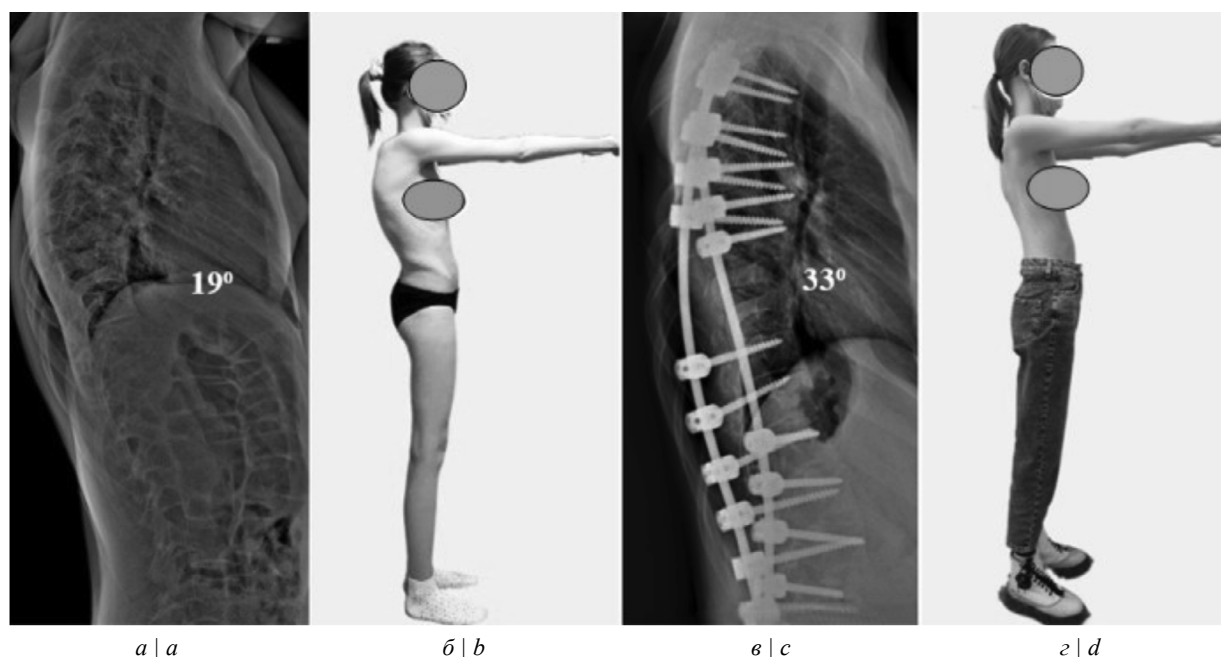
Внешний вид больной П., 16 лет, сбоку и боковые рентгенограммы.
